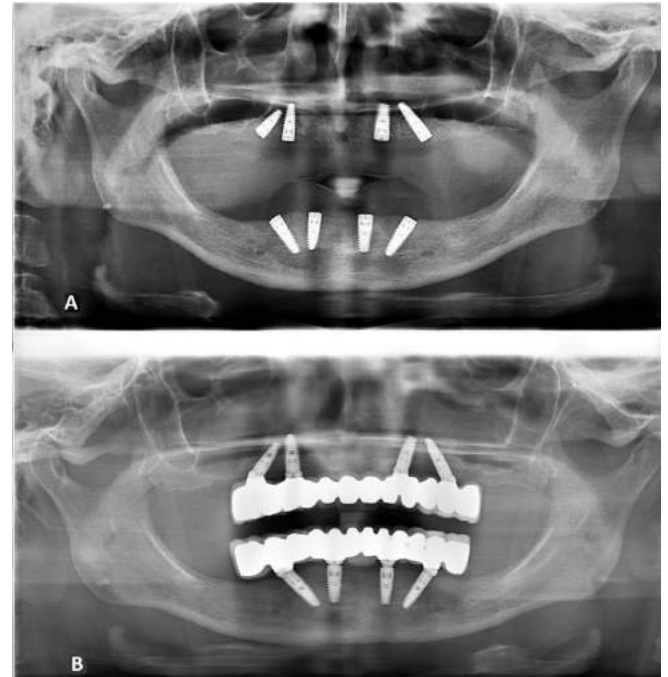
A. Orthopantomography after implant placement, B. 2-year follow-up Orthopantomography.
